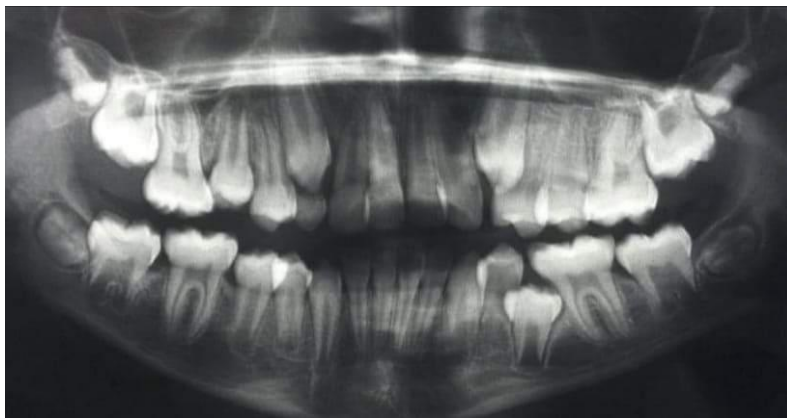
Radiographie panoramique montrant la rétention de la deuxième prémolaire mandibulaire gauche.
